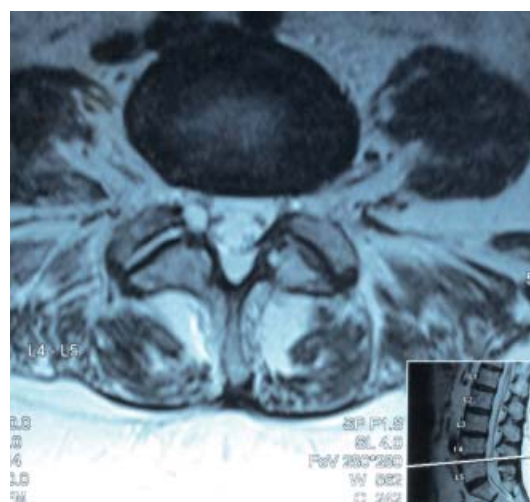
Imagen de RM, corte axial, ponderada en T2, mostrando degeneración facetaria, con hidrartrosis de la articulación facetaria L4/L5 y presencia de quiste sinovial en tercio interno de la faceta causando compresión del ganglio radicular posterior.
